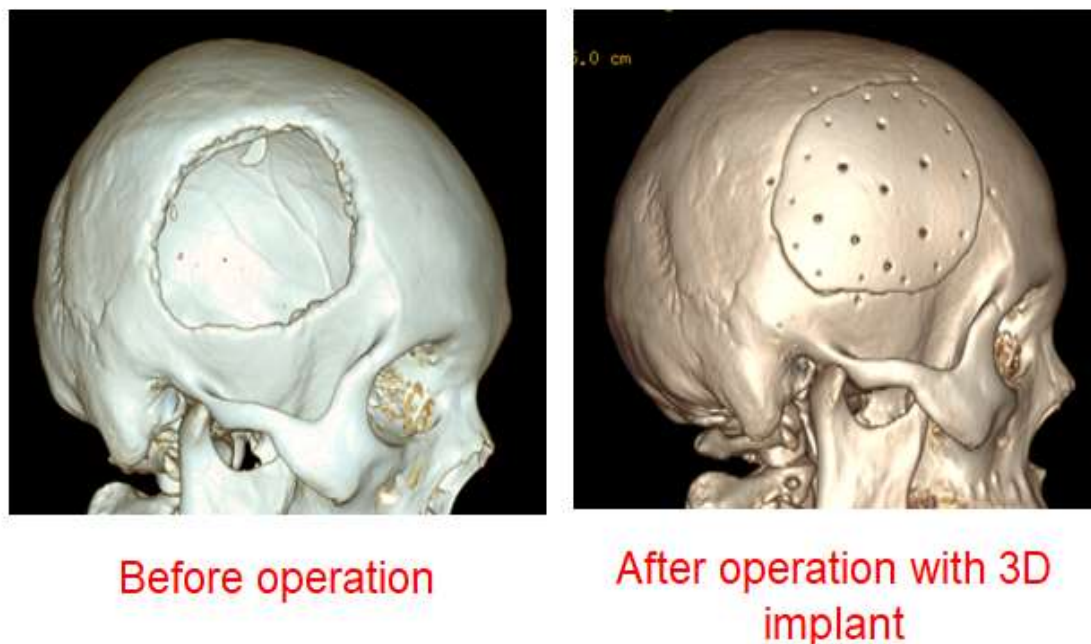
3Д МСКТ 6-го М.А. Состояние до и после операции; Послеоперационный дефект свода черепа справа. Применением 3D имплантов для пластики костного дефекта свода черепа справа.
